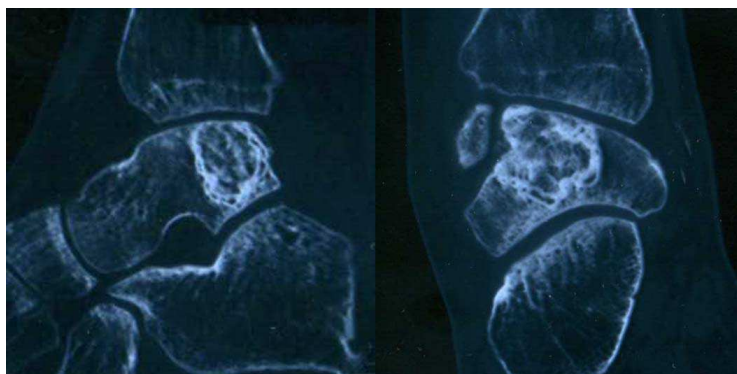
Компьютерные томограммы больного Ч., 28 лет, через 10 месяцев после операции. Восстановление таранной кости после криохирургической резекции по поводу аневризмальной кисты и костной аллопластики
